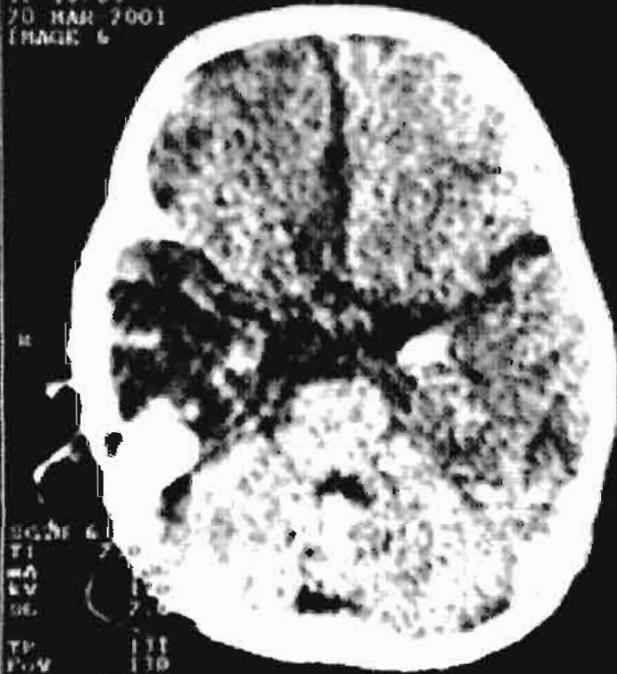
Caso 4. TAC craneo inicial en la cual se observan áreas de leucoencefalomalacia en ambas regiones temporales de predominio derecho, el cual se extiende hasta la región parietal, occipital y frontal respetando núcleos de la base con borramiento de surcos y circunvoluciones de la convexidad sin calcificaciones. El área hipódensa pertenece a la región de la arteria cerebral media y cerebral anterior estando ligado directamente a émbolo séptico
